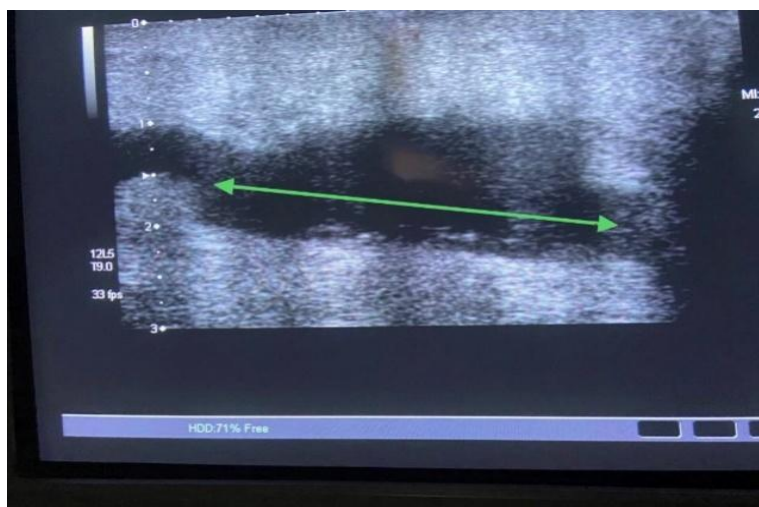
УЗИ пациента группы О1 – визуализируется объём жидкости (гематомы) размерами 5,0 x 2,0 x 3,0 см на 5-е сутки после операции
